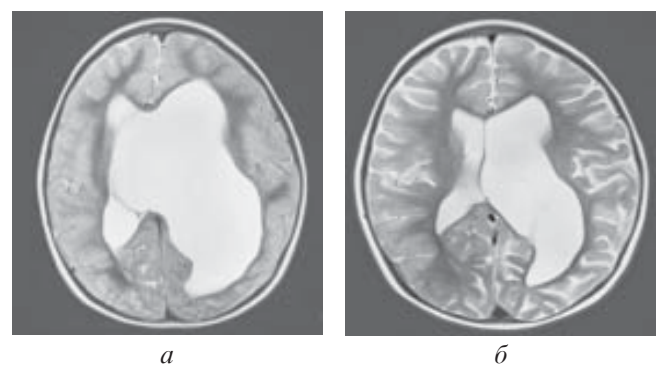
Пациент В. 2 лет. Фрагментация правого бокового желудочка. Операция эндоскопической кистовентрикулостомии из прекокоронарного доступа: а — дооперационная МР-томограмма; б — контрольная МРТ на 7-е сутки после операции — восстановление оттока ликвора из правого бокового желудочка, декомпрессия наружных ликворных пространств
